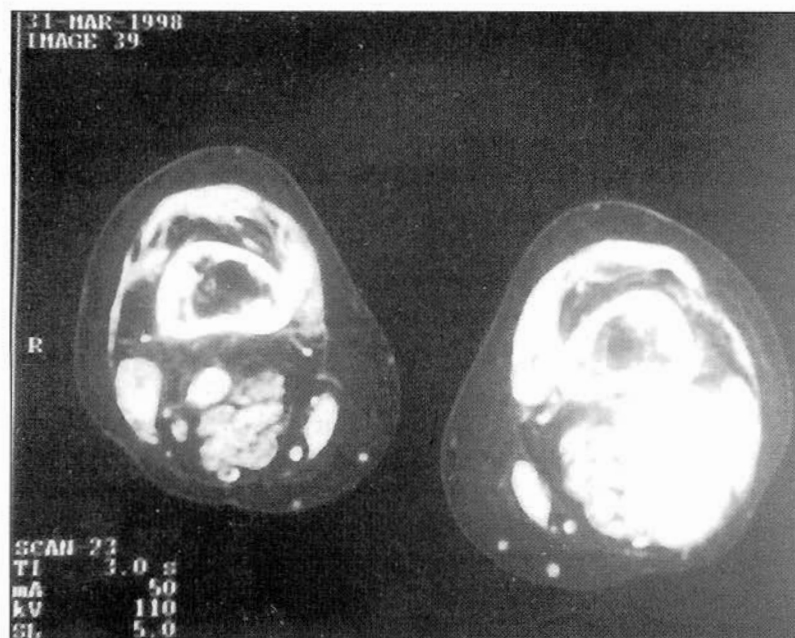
TAC preoperatorio. Aneurisma roto de la Arteria poplíteo izquierda, con trombo perianeurismático. La Arteria poplíteo derecha es normal en diámetro.
